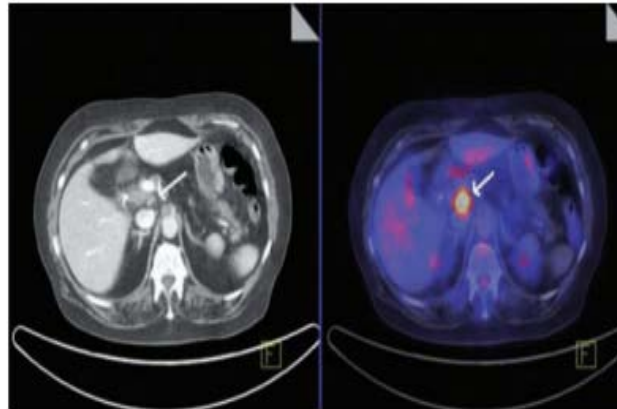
Un exemple de PET scanner qui montre des signes de maladie résiduelle localisée (flèche) [79]
